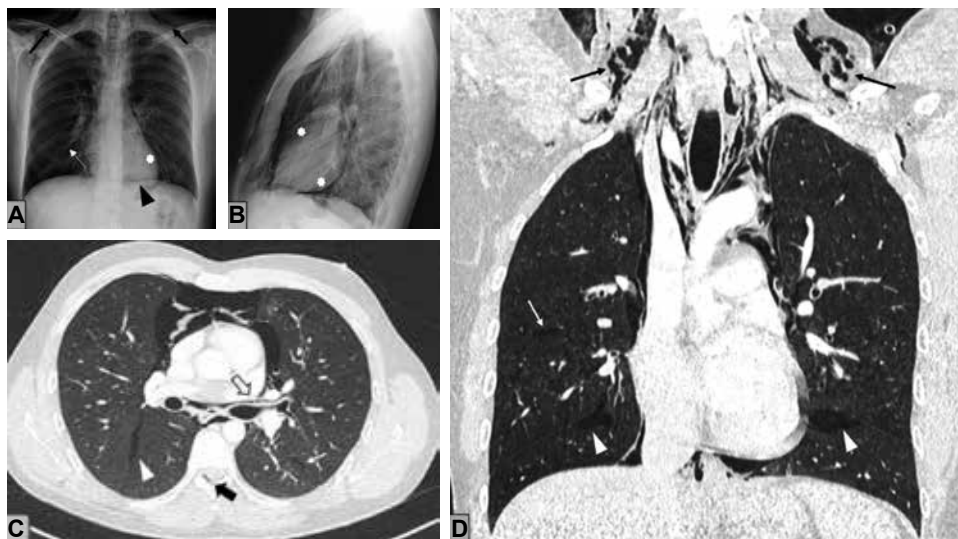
A) Radiografía de tórax posteroanterior. B) Lateral que muestra una radiolucencia lineal que dibuja el contorno mediastínico y cardíaco (asteriscos blancos), con el signo del diafragma continuo (punta de flecha negra), compatible con neumomediastino. Asocia focos de enfisema intersticial (flecha blanca) y enfisema subcutáneo cervical (flechas negras). C) Cortes axiales. D) Coronales de tomografía computarizada torácica sin contraste intravenoso que reflejan focos de enfisema intersticial y bandas aéreas lineales que disecan las vainas broncovasculares desde los bronquios distales hacia los hilios pulmonares (flecha hueca negra). El aire se extiende a mediastino, cisuras pleurales (puntas de flecha blancas), canal epidural (flecha gruesa negra) y planos musculares y tejido celular subcutáneo cervical. No hay defectos murales traqueo-bronquiales ni esofágicos.
